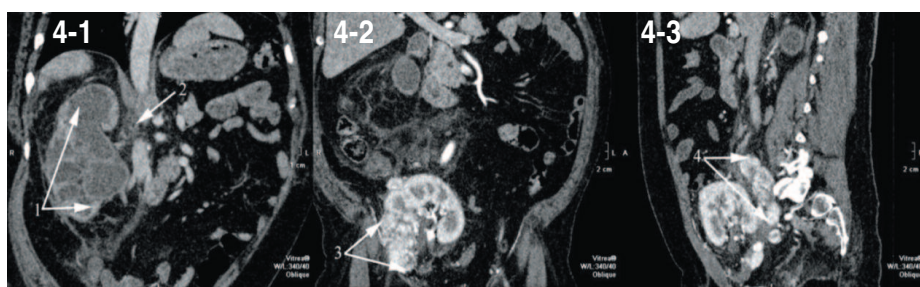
СКТ (пояснения в тексте)
